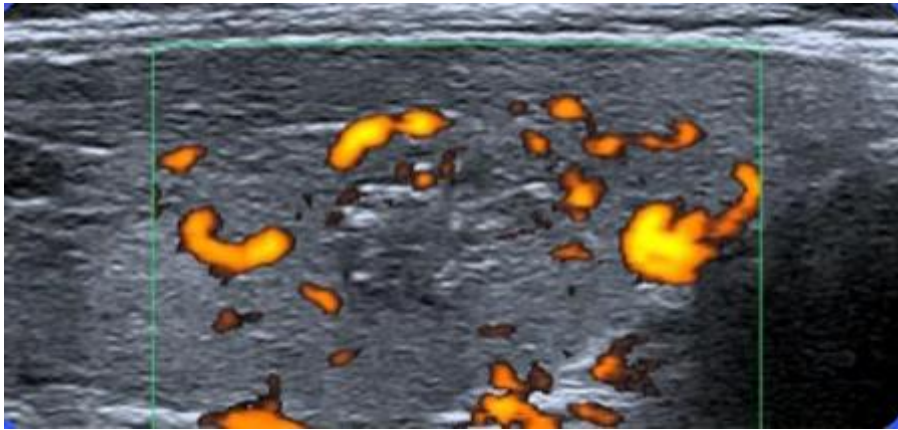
Echo-doppler thyroïdien en coupe longitudinale :
